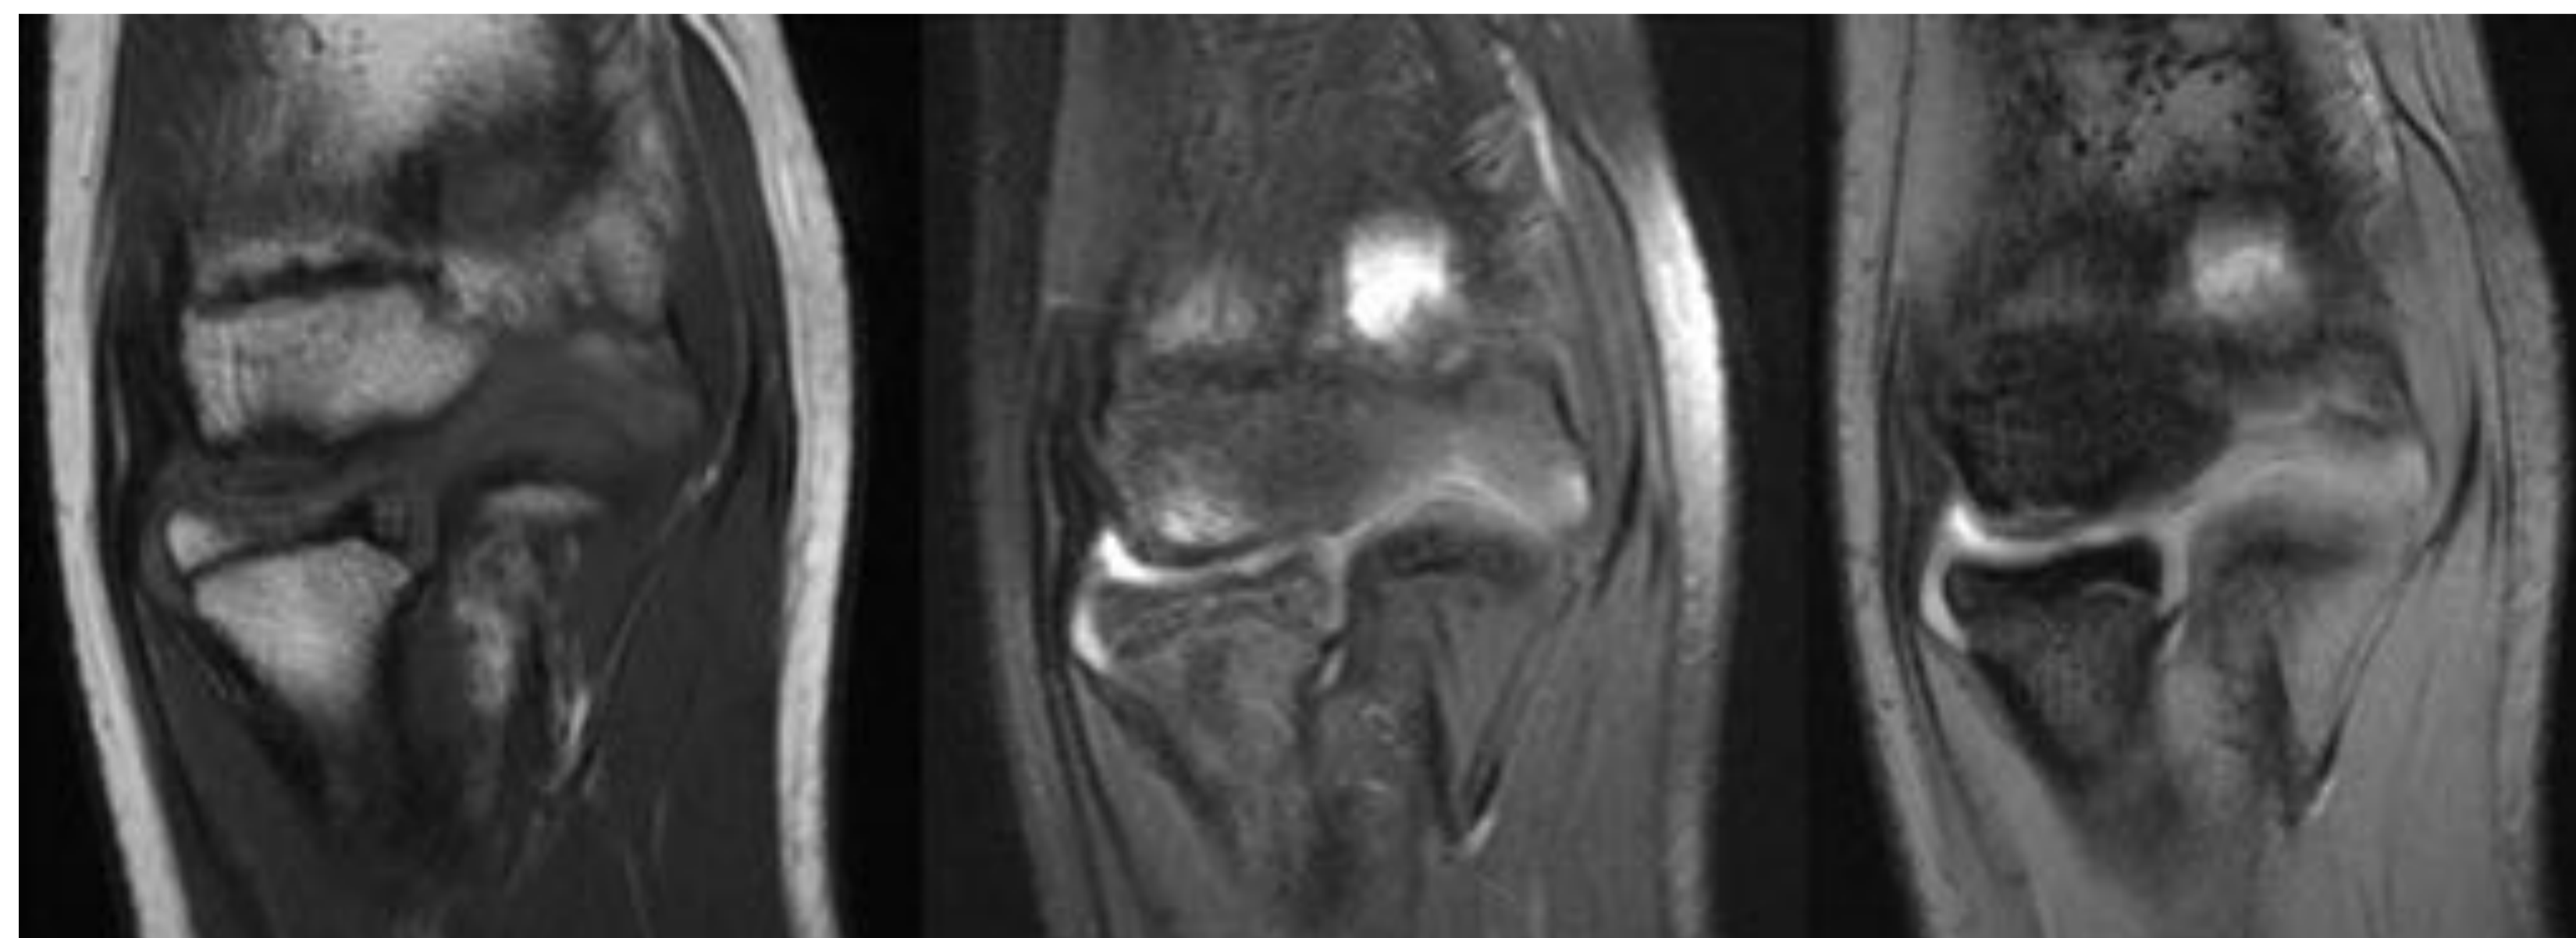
RM codo, Planos coronales en T1 (derecha), T2FS (Centro) y GE (Izquierda). Se observa alteración de señal en el capitellum humeral, hipointenso en T1, Hiper intenso en T2 y GE, con irregularidad del cartílago articular. Hallazgos en relación con osteocondritis disecante.
